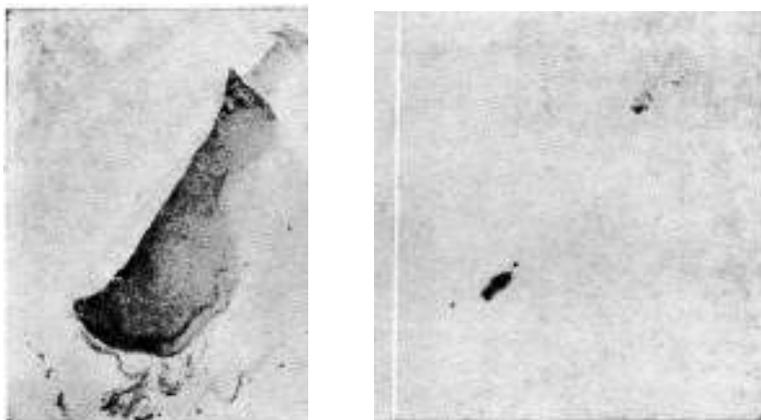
Autohistorradiografía de una adenopatía axilar, X 3
